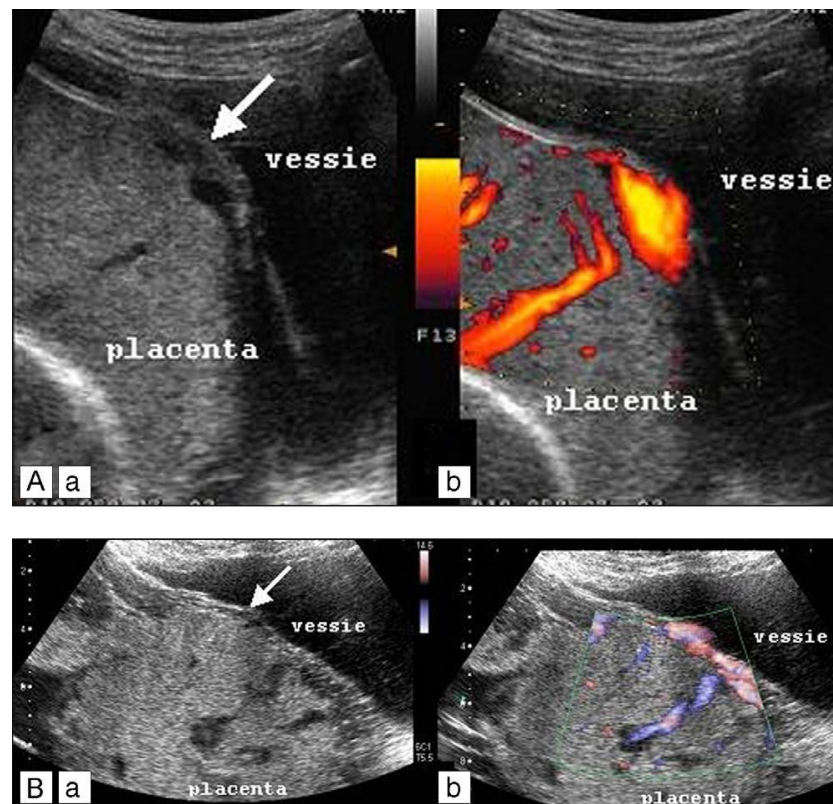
Échographie 2D chez une patiente en 3^e trimestre [13] (à gauche) montrant : des lacunes intra-placentaire/absence du liseré hypoéchogène entre le placenta et le myomètre/interruption de la zone hyperéchogène entre l'utérus et la vessie (flèche blanche) Aa/présence d'un aspect bombant dans la vessie (flèche blanche) Ba [13] ; (à droite) Doppler couleur chez la même patiente montrant un flux turbulent au sein des lacunes intra-placentaire [13].
